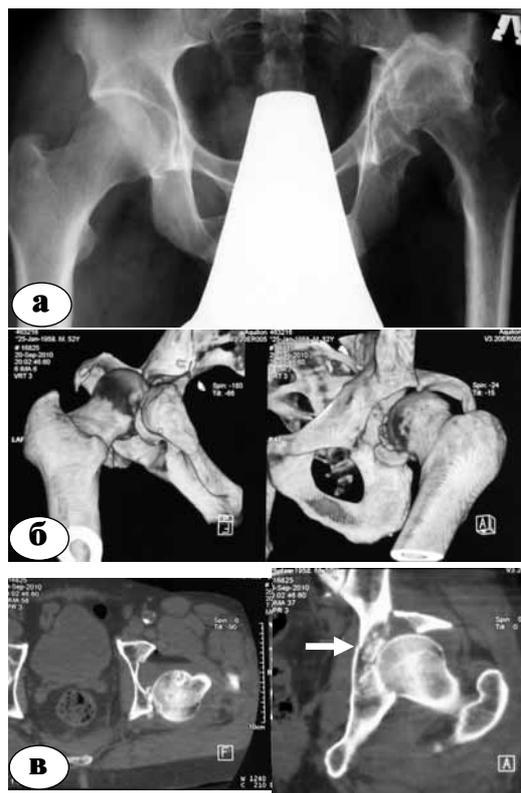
Тип 2в последствий переломов вертлужной впадины: а – обзорная рентгенограмма; б – КТ
